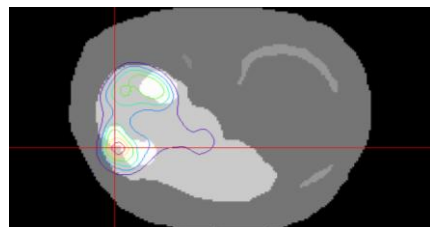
Image coronale TEP/TDM (Walrand et al, 2011)
